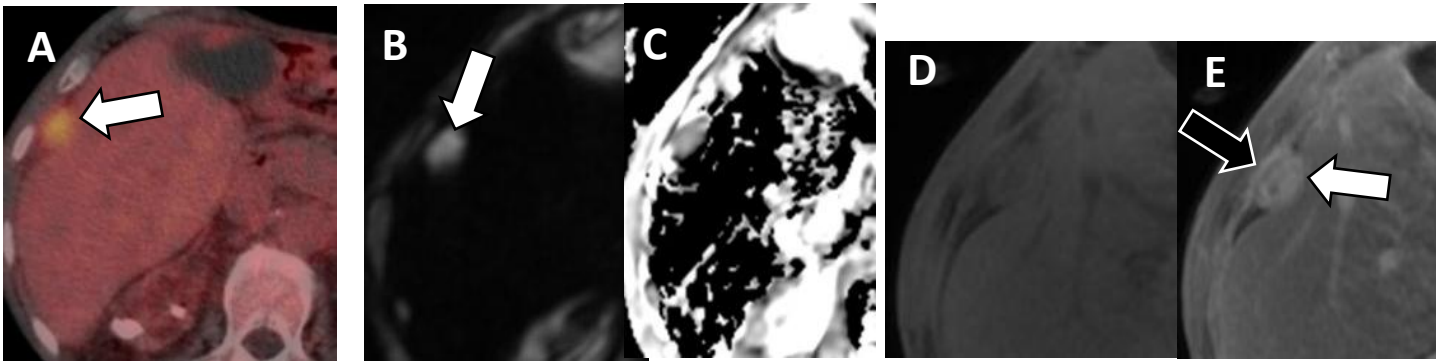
Implante metastásico peritoneal de mesotelioma epiteloide maligno. Nódulo sólido (*flecha blanca*) que impronta sobre el contorno hepático, hipermetabólico en (A) PET/TC, con restricción a la difusión en (B) RM-DWI y (C) ADC. En (D) RM basal y (E) fase portal, muestra captación de contraste de la lesión y engrosamiento peritoneal (*flecha negra*).
